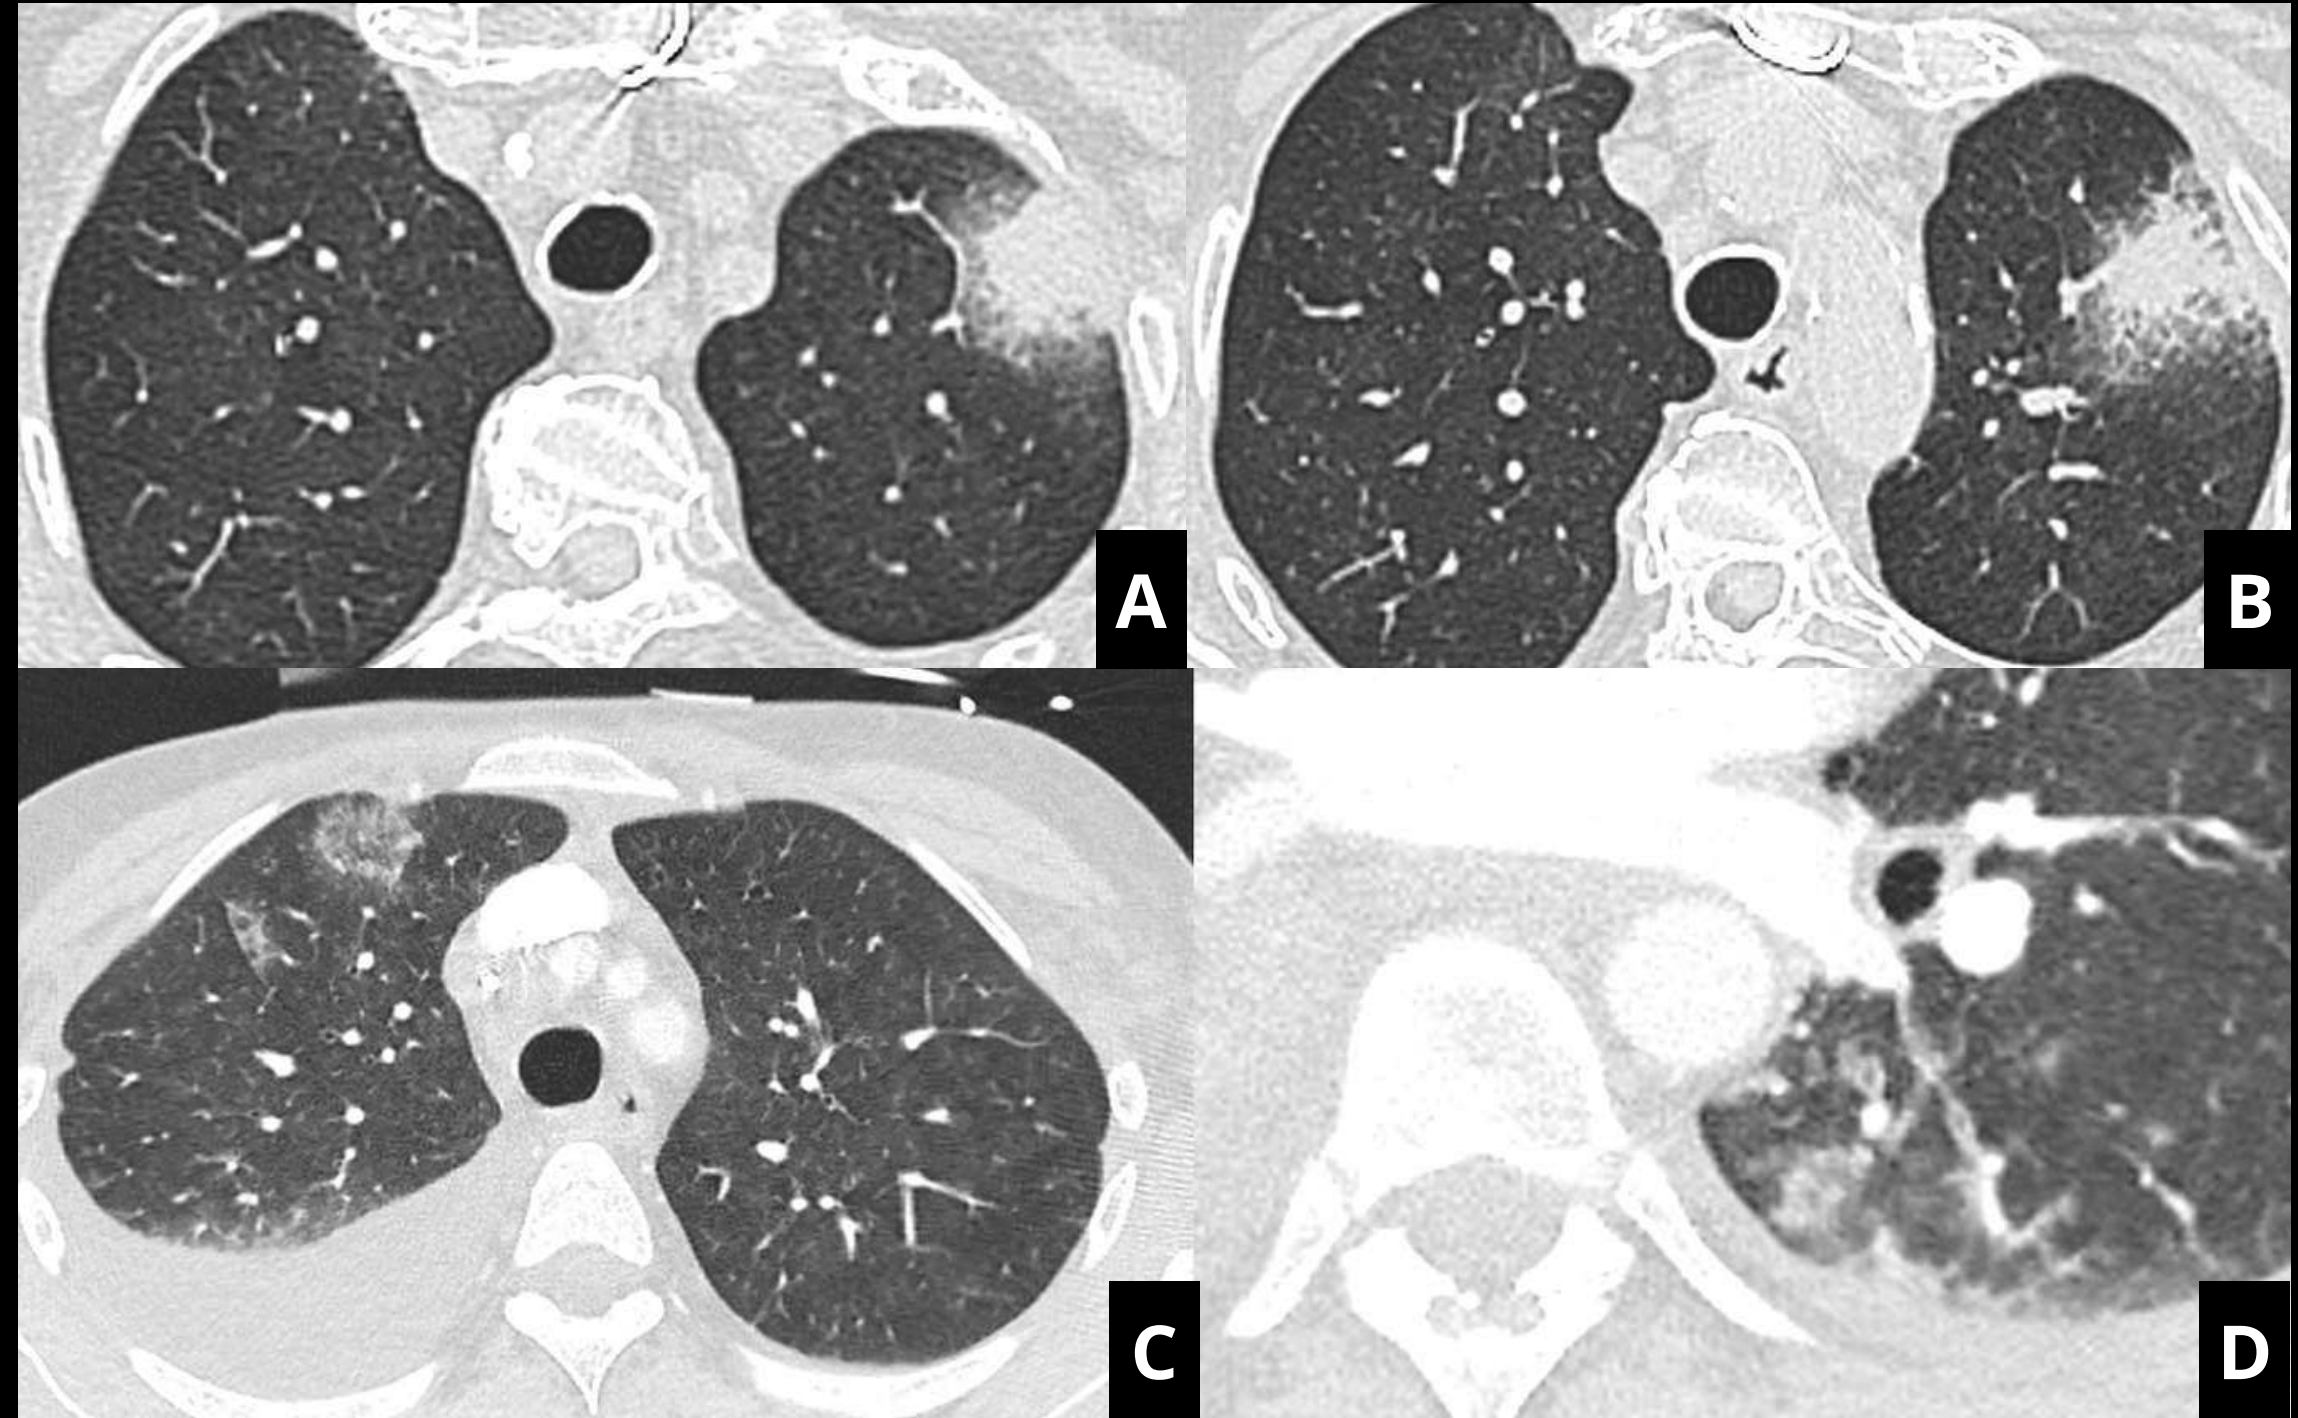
Paciente con comorbilidades cardiovasculares que en TC muestra una consolidación nodular periférica con halo en vidrio deslustrado, muy sugestiva de infección por hongos, además de otras áreas en vidrio deslustrado contralaterales y derrame pleural bilateral. Sin embargo, en el exudado nasofaríngeo se detectó *Staphylococcus aureus*. Al administrar tratamiento antibiótico dirigido, se produjo una mejoría de los síntomas.
